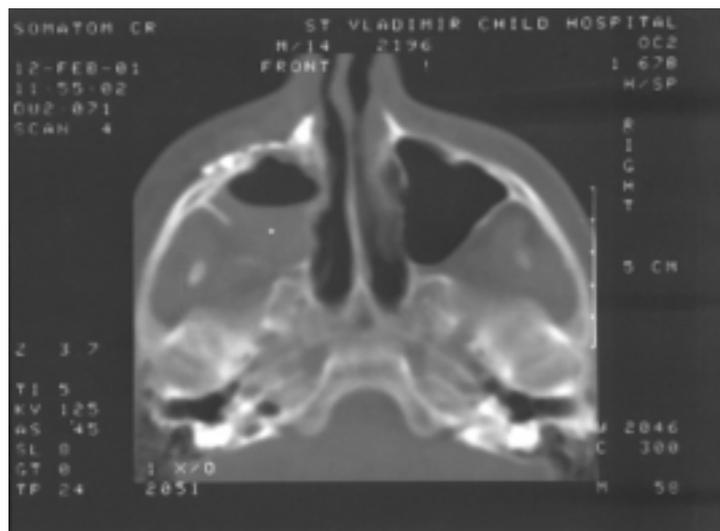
КТ-грамма в аксиальной проекции после операции. Целостность костных структур восстановлена. Передняя стенка челюсти фиксирована титановой минипластиной.
